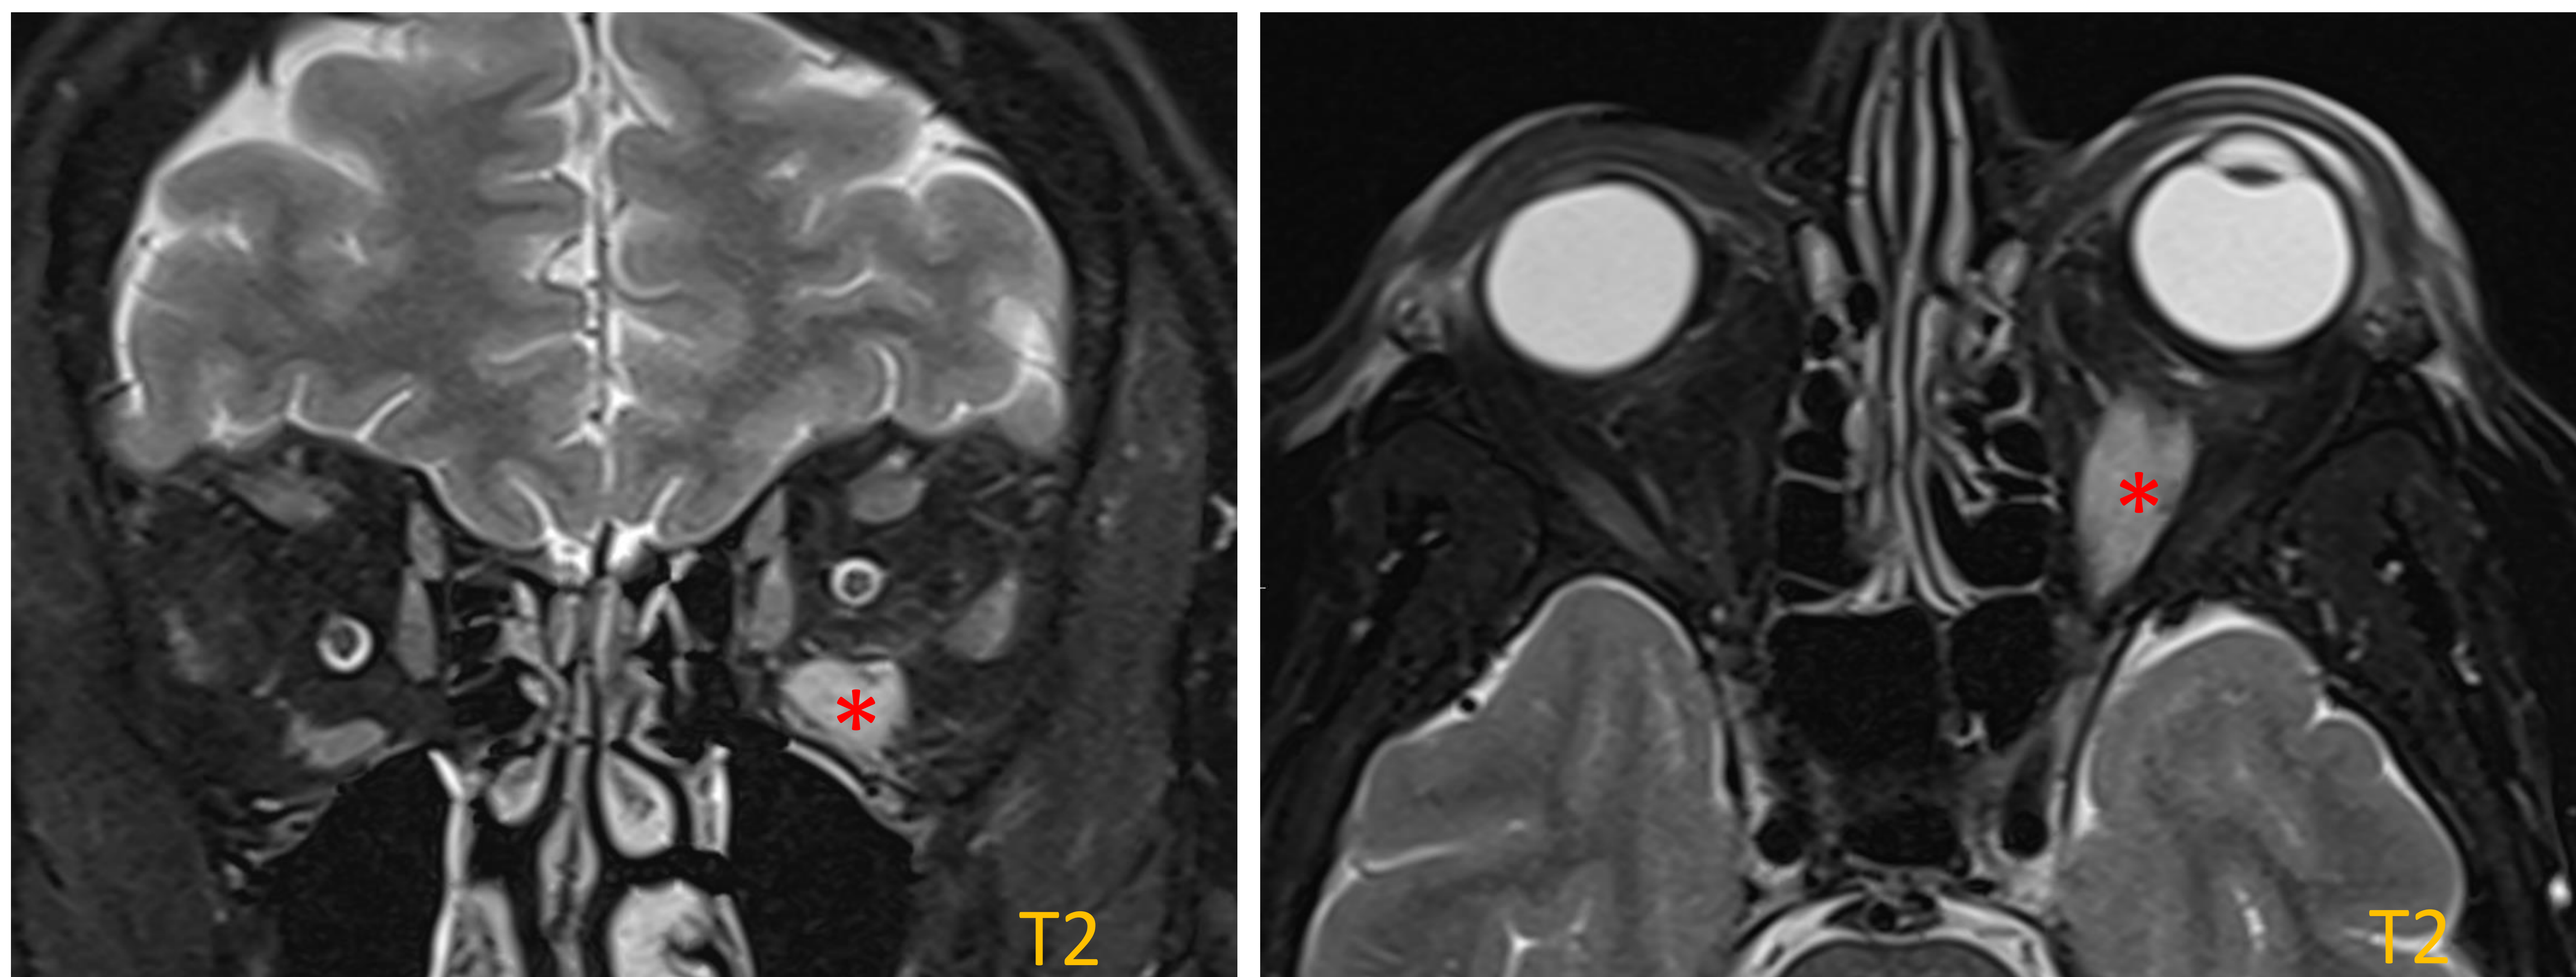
RM orbitaria potenciada en T2 en planos axial y frontal. Paciente con oftalmopatía tiroidea con afectación unilateral en el músculo recto inferior izquierdo (*).
